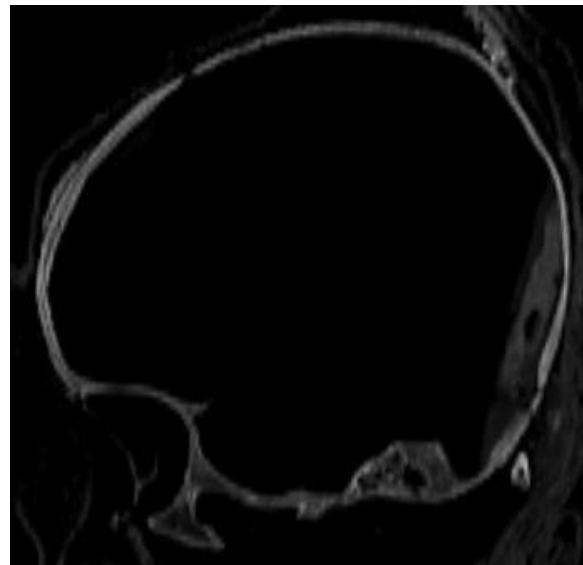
Individuo CNCR LA-2016.02.01. Vista de reconstrucción de cráneo mediante tomografía, donde se reconoce abultamiento y periostitis en hueso frontal.
